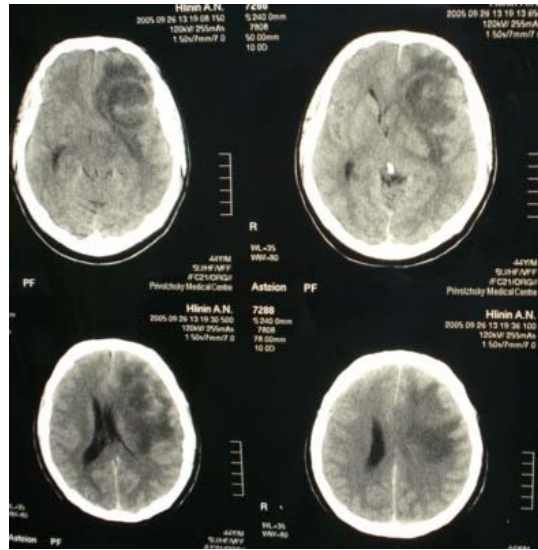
КТ больного Х. от 24.09.2005. Опухоль лобно-височной области слева
